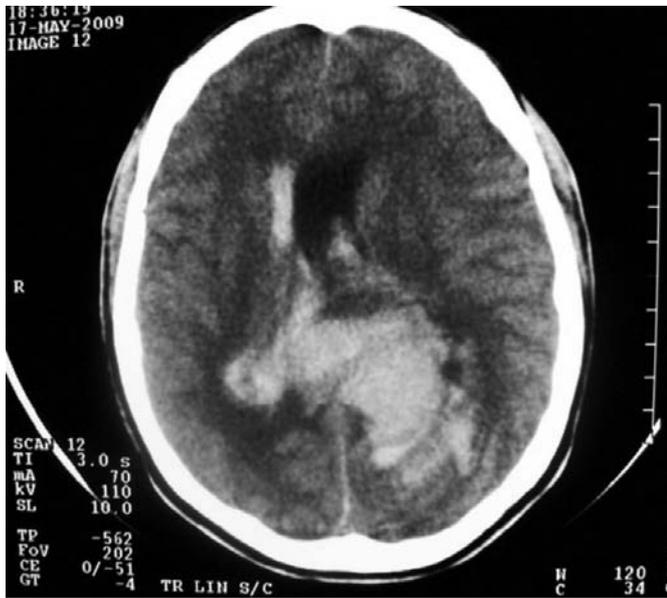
Tomografia computadorizada de crânio evidenciando volumosa hemorragia intraparenquimatosa à esquerda com desvio da cisura média.
